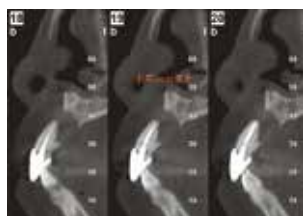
CT片可见，上颌右侧侧切牙根方垂直向骨缺损严重
